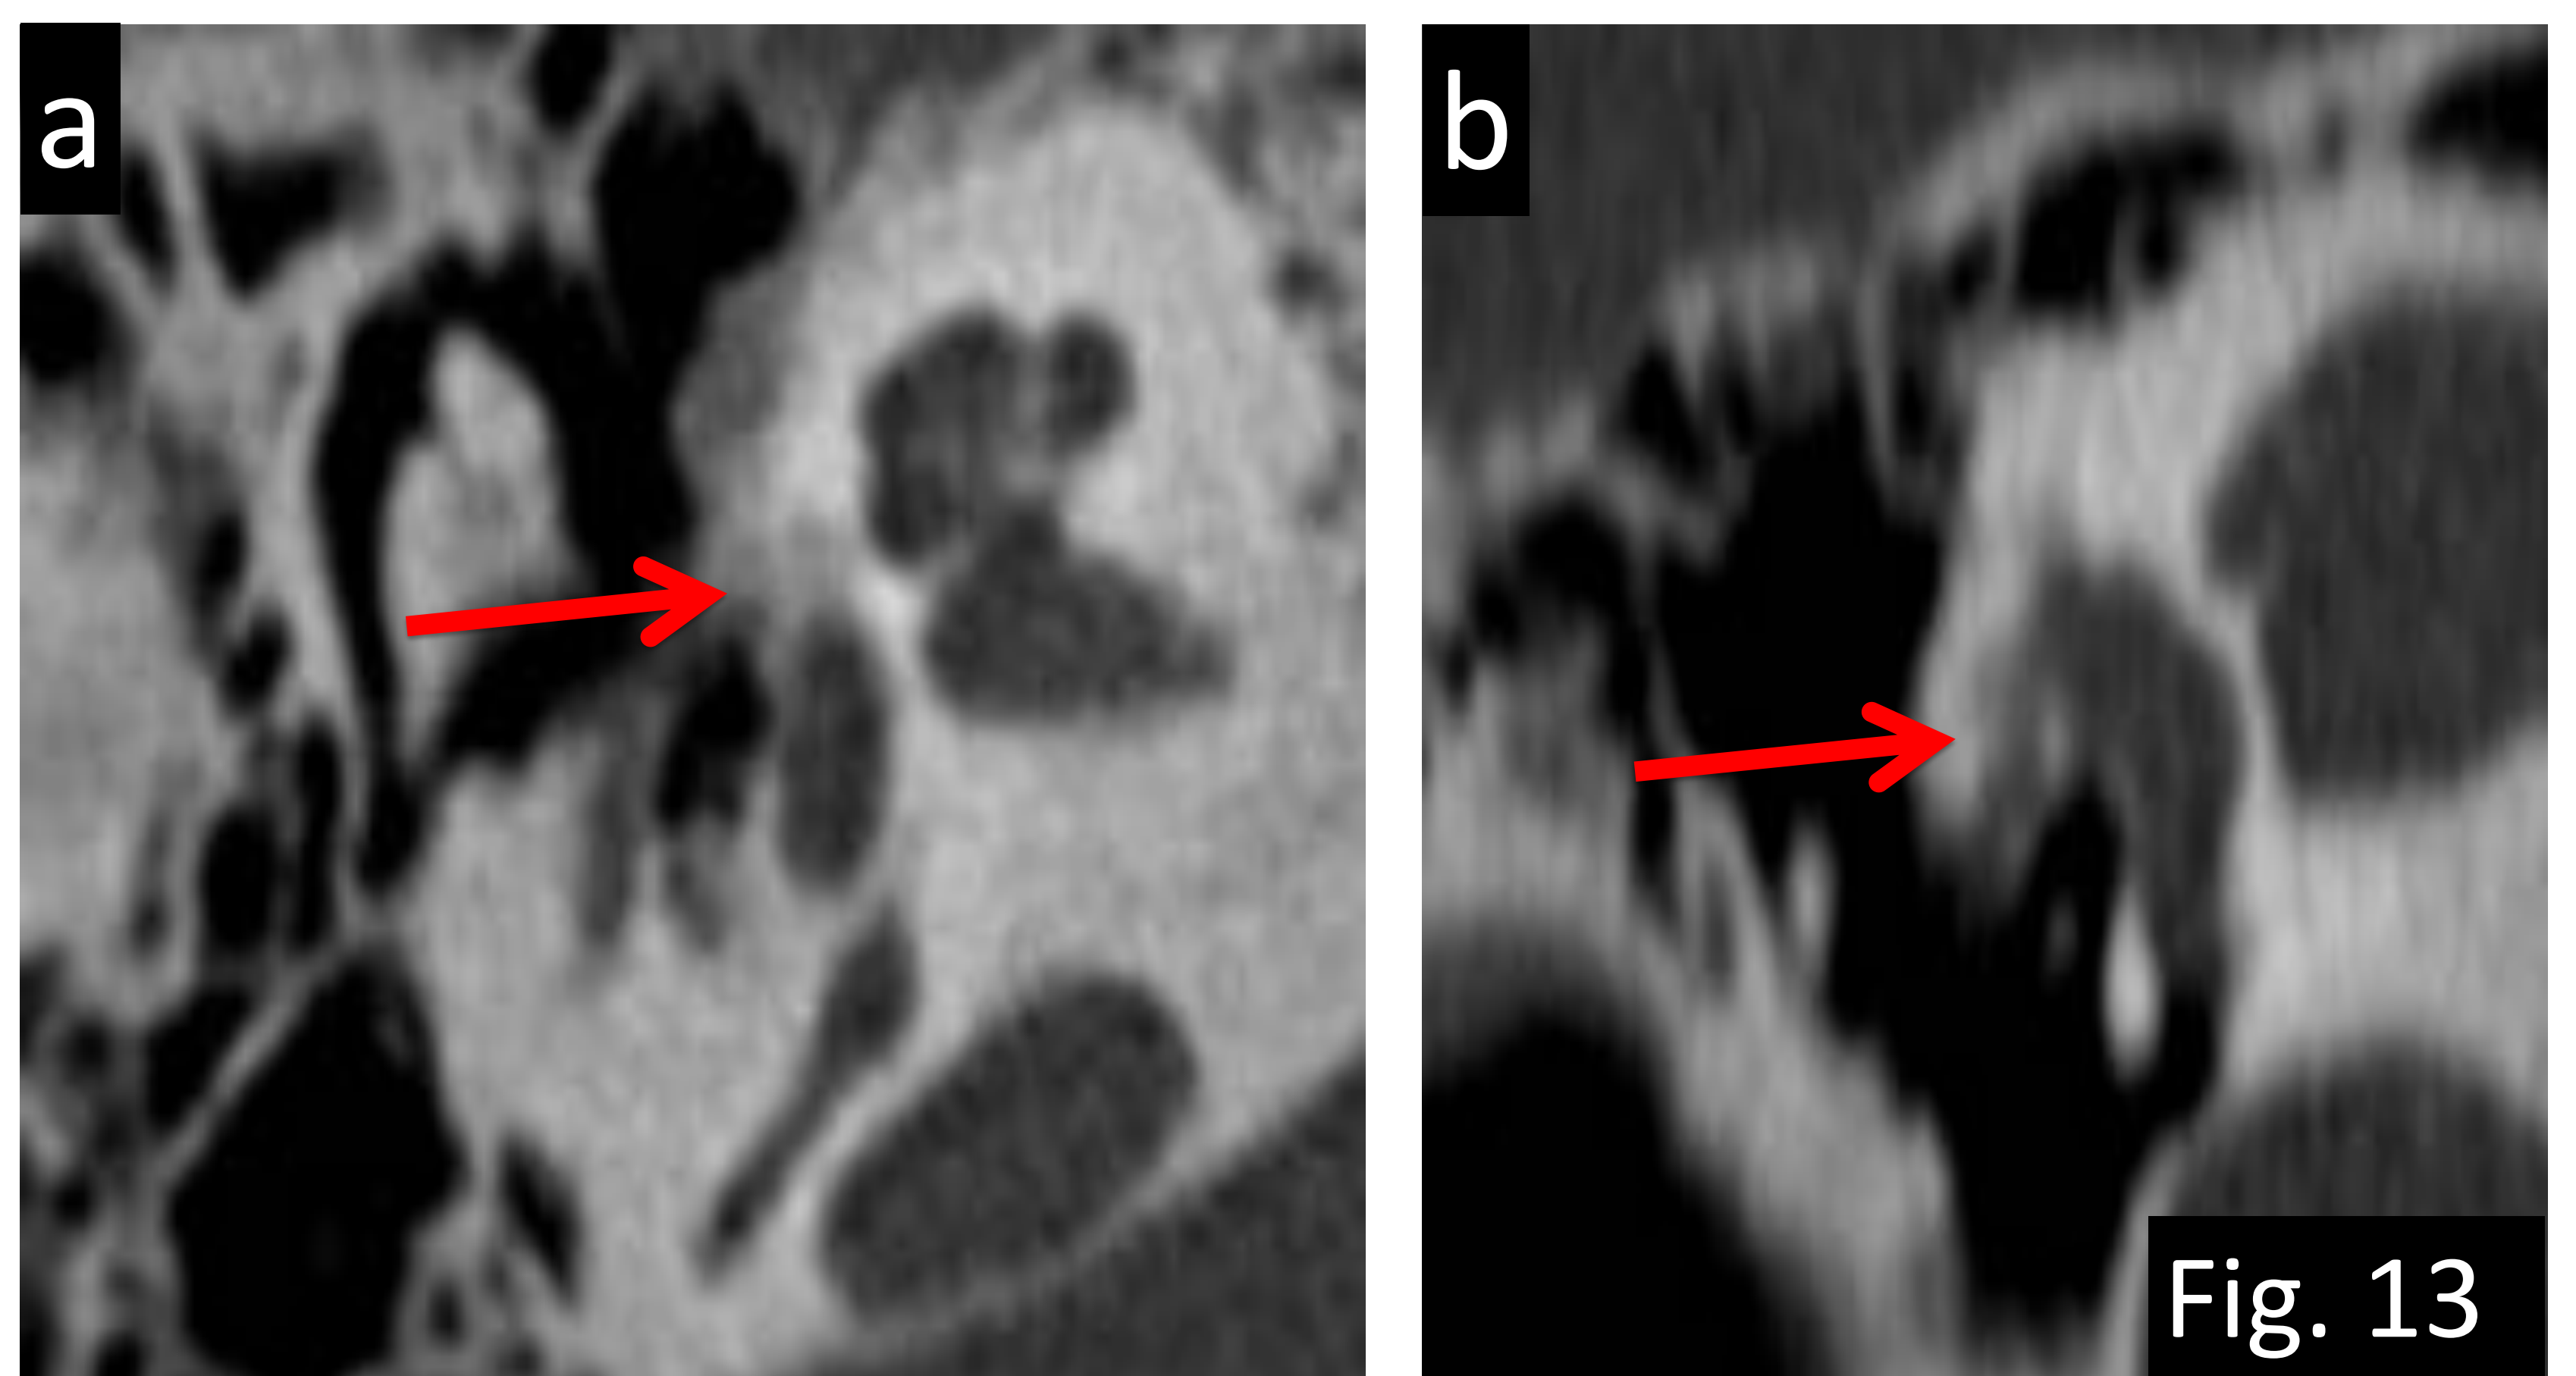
Ejemplo de error de percepción (historia) en paciente de 61 años con sospecha de sordera neurosensorial derecha. a) TC axial con ventana hueso y b) TC axial partes blandas donde se visualiza pequeña radiolucencia adyacente a la cóclea compatible con otosclerosis fenestral (flechas). Referencias: Departamento de Radiología Hospital Severo Ochoa, Madrid. España 2018.
